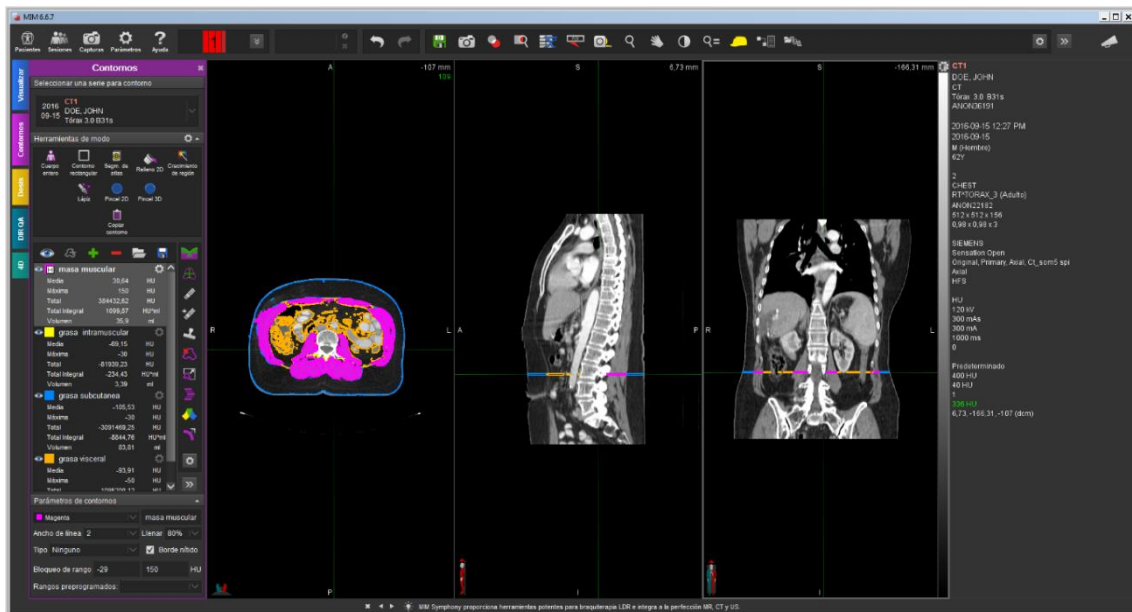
Body composition analysis. CT analysis was made by contouring every tissue of interest on the L3 image. Different tissue densities were measured in Hounsfield Units (HU), being $-29 + 150$ for SMM (pink color), $-190 - 30$ for SAT (blue color) and IMAT (green color), and -150 to -50 for VAT (orange color). As fat is more infiltrated inside the muscles, its density (HU), will decrease, so muscle density could also be measured according to the HU of the skeletal muscle mass. After the tagging process, cross-sectional areas of tissues (cm^2) were automatically computed by summing tissue pixels and multiplying by pixel of the surface area.
